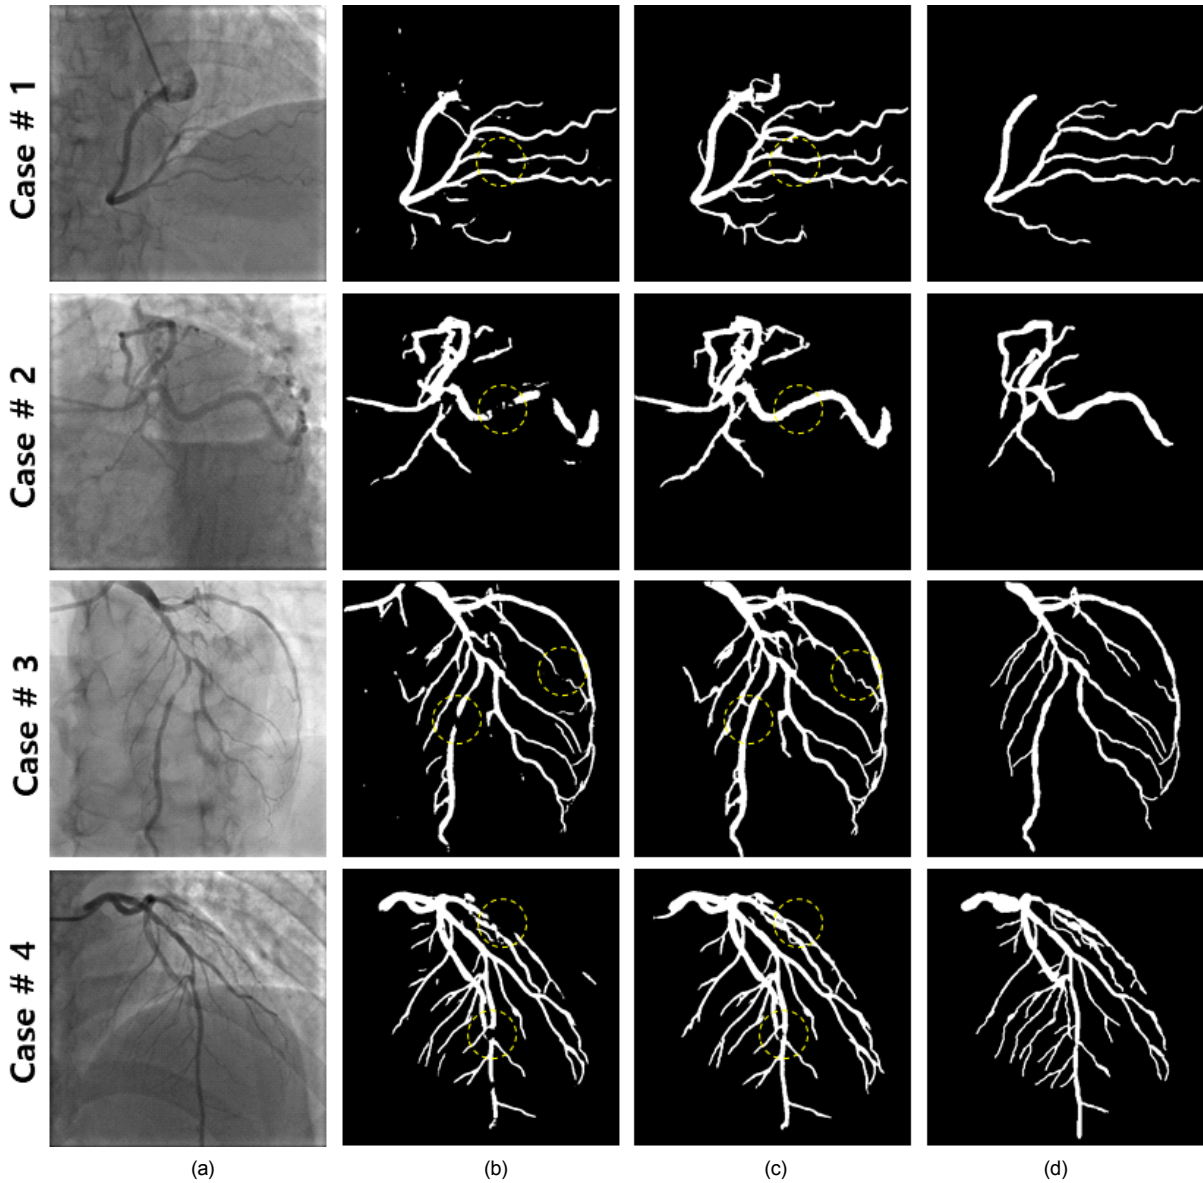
2D X-ray 혈관 조영 영상에서의 혈관분할 결과 비교: (a) 원본 입력 영상, (b) 단일모델 $M_{512 \times 512}$ 에 의한 결과로써 혈관의 중간 부위가 유실되는 경우가 많음, (c) 제안 기법으로 보정한 결과 유실부위가 다시 연결되는 것을 확인할 수 있음, (d) 전문가에 의해 수동으로 생성된 참값을 보여주고 있으며 b의 단일모델에 의한 결과보다 c의 제안된 방법에 의한 결과와 매우 일치하는 것을 확인할 수 있으며 이는 표 1에서 정량적으로 증명되었음.
